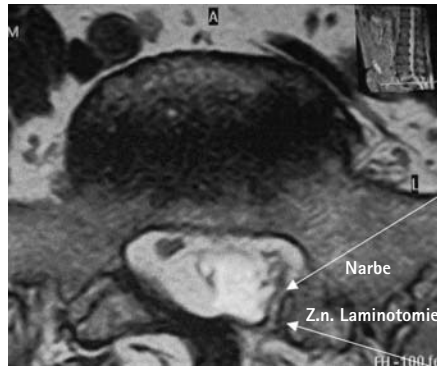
MRT bei Osteochondrosis erosiva bei Z.n. BS OP L5-S1
